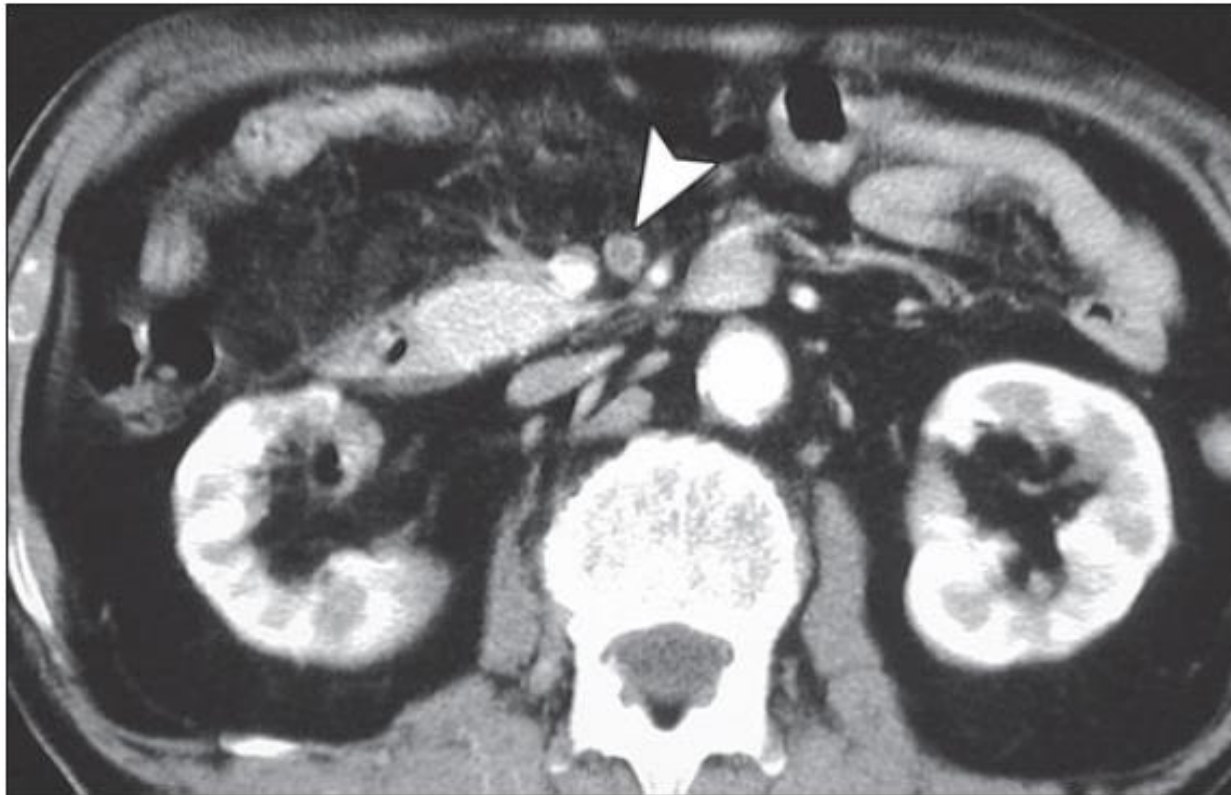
Contrast-enhanced CT image in patient with embolism of superior mesenteric artery shows defect (*arrowhead*) in superior mesenteric artery.
